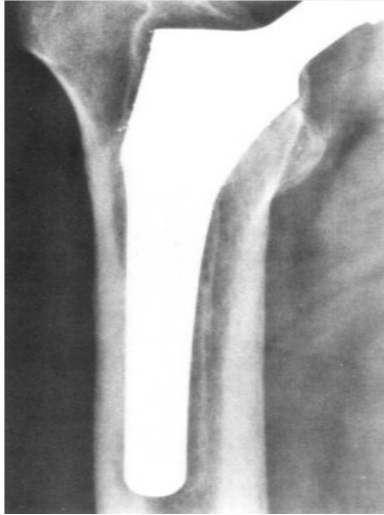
Una radiografía posoperatoria de dos años del paciente sintomático con inestabilidad Prótesis anatómica con revestimiento poroso y baja puntaje. A diferencia de la Figura 3, la línea reactiva en La zona de Gruen I se extiende a lo largo de toda la superficie porosa, incluida la ubicación donde se Se vería la soldadura por puntos endoóseo. Negativo Se otorgaron puntos por líneas reactivas alrededor del revestimiento poroso, para el desprendimiento tardío de partículas, y para un vástago distal inestable
